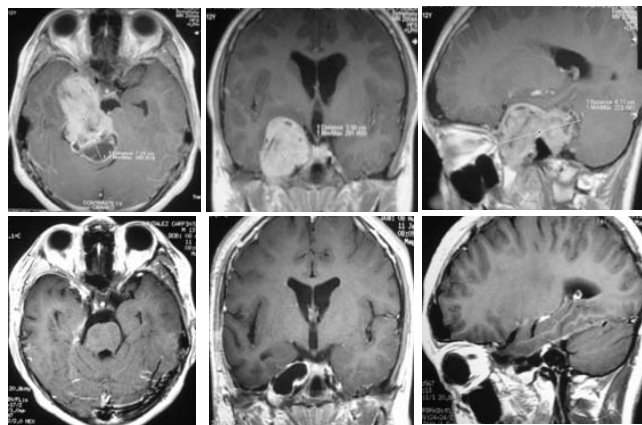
Imágenes de resonancia magnética demuestran una gran lesión tumoral localizada en ambas fosas craneales media y posterior centrada sobre el *cavum* de Meckel adoptando la forma de "reloj de arena" con áreas quísticas contiguas al tallo cerebral, al cual deforma (A, B y C). Imágenes de control posquirúrgicas en donde se evidencia la resección total de la lesión (D, E y F).
